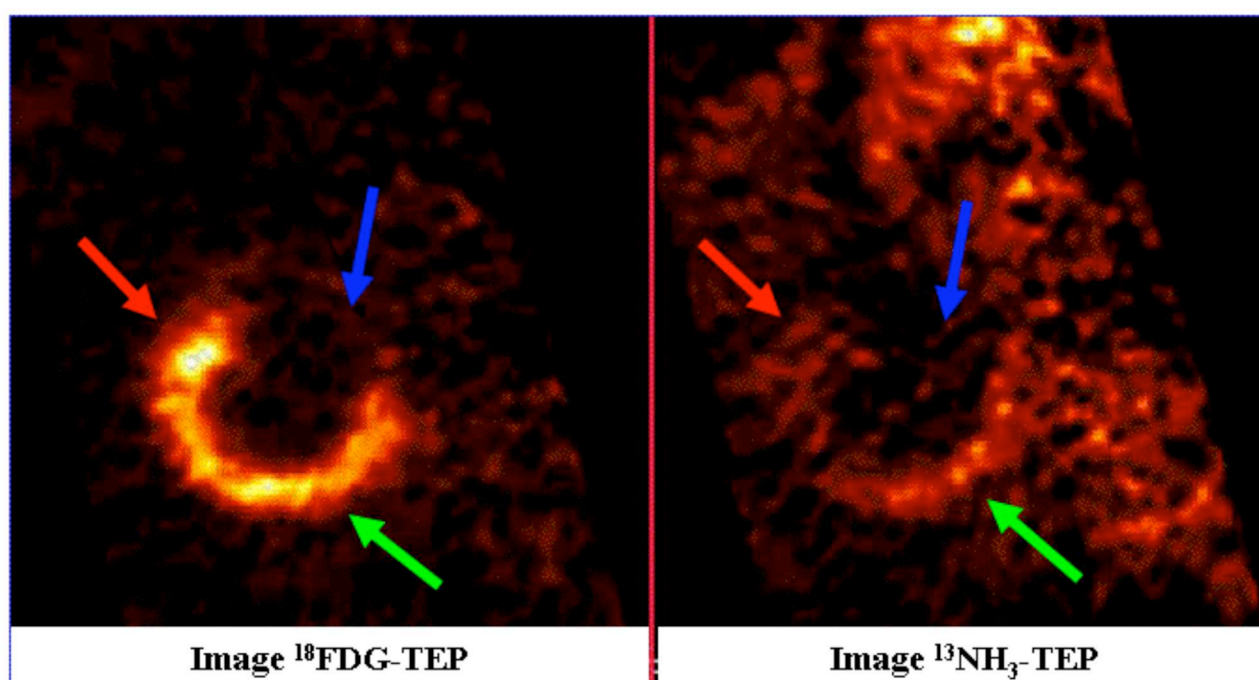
La viabilité myocardique par TEP. L'évaluation simultanée de la captation du glucose (image ^{18}FDG -TEP) et de la perfusion (image $^{13}\text{NH}_3$ -TEP) permet la détection de régions « mismatch » (flèche rouge) où la captation relative du glucose est supérieure à la perfusion relative. Ces régions « mismatch » sont considérées indicatrices de l'hibernation myocardique et sont censées être dysfonctionnelles au repos et améliorer leur fonction contractile après revascularisation. Les régions qui présentent une diminution sévère de la captation du glucose et de la perfusion (flèche bleue) indiquent les territoires infarctés (nécrose). La flèche verte indique des territoires normaux ou avec un défaut modéré et concordant (« match viable ») de la captation du glucose et de la perfusion.
